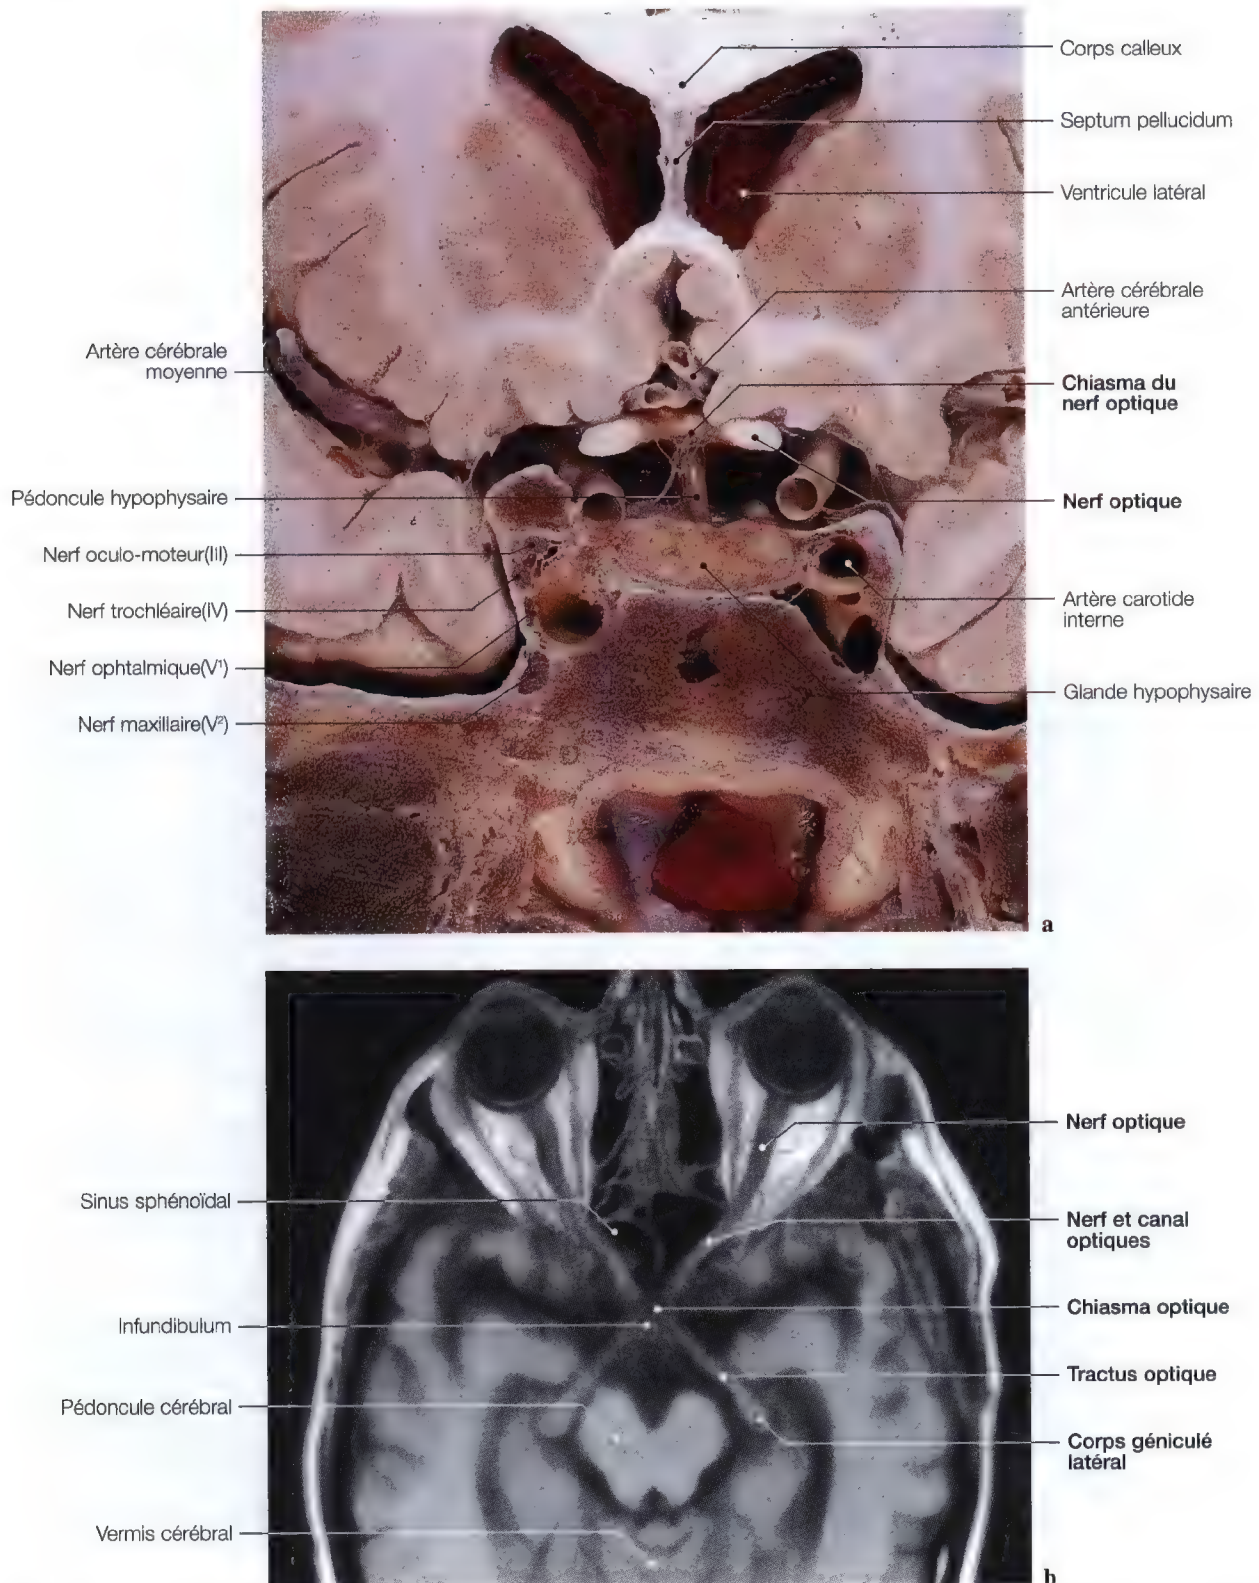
Etude du chiasma et des voies optiques; coupe anatomique frontale (a); IRM axiale (b). (Coupe anatomique: Pr. J.P. Francke, Faculté de Médecine, Lille, France)
